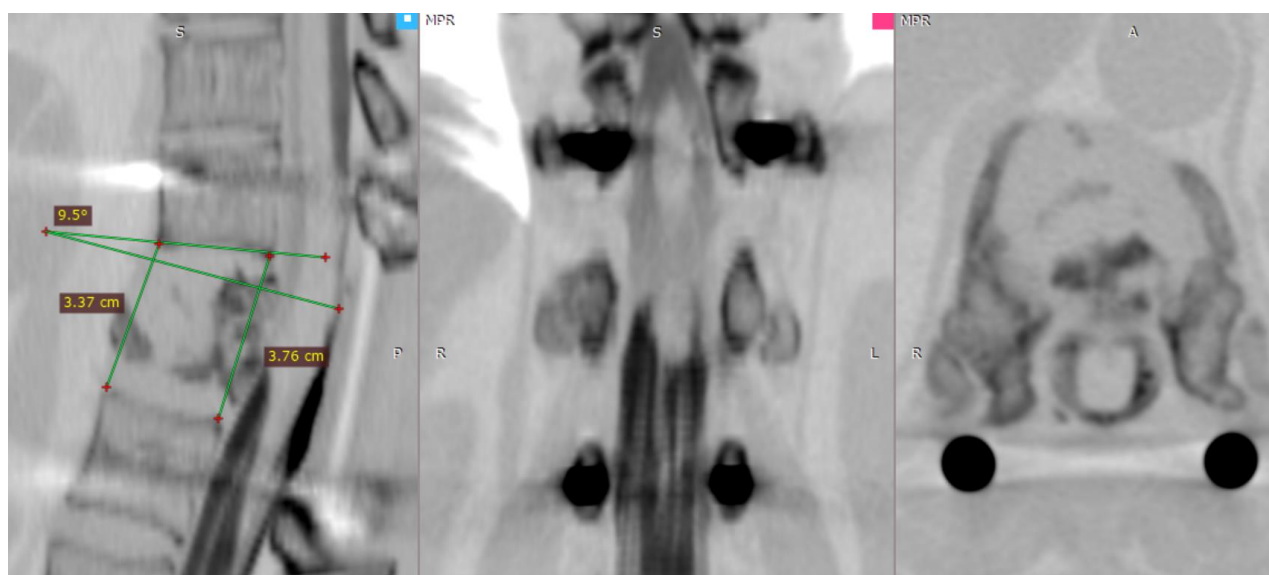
СКТ с миелографией пациентки М. через 11 месяцев после этапа операции, выполненного с применением заднего доступа
